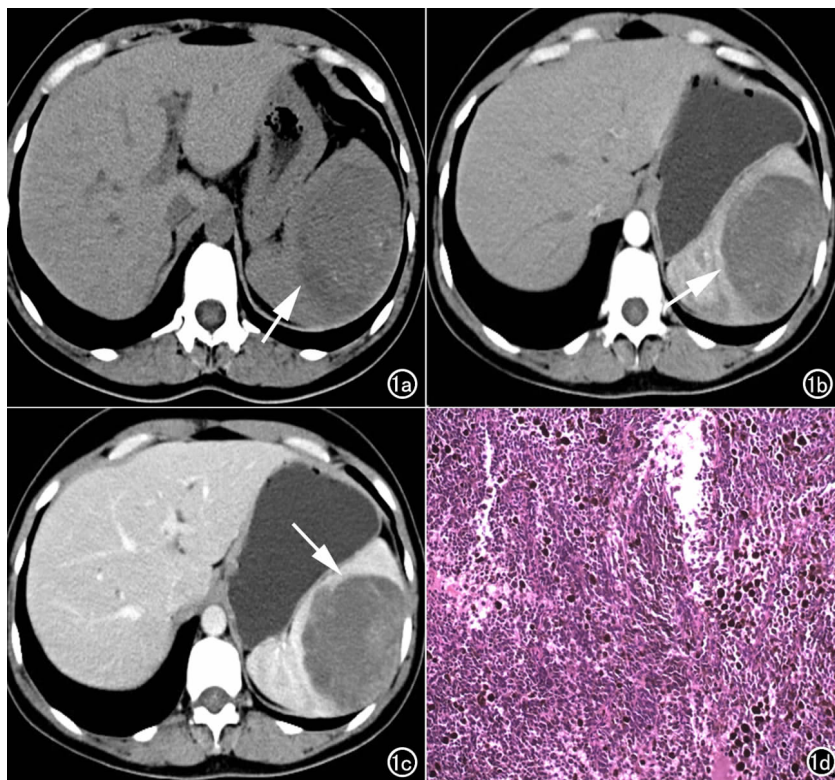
a) CT 平扫示脾脏一类圆形略低密度影, 内见点条状钙化灶(箭); b) CT 增强扫描动脉期(箭); c) 静脉期; d) 镜下示细胞双向分化, 呈上皮样瘤细胞和梭形瘤细胞, 核仁明显异常增大, 胞浆丰富, 多发黑色素颗粒。
